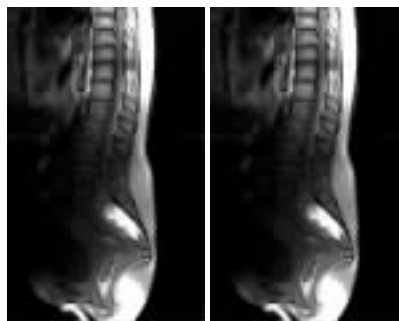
MRI 示 S2~S4 椎体骨质破坏, 呈混杂略短 T1 短 T2 信号影, T1WI 脂肪抑制呈明显高信号, 病变范围约 10cm, 相应节段骶管亦见受累, L4/5 椎间盘向后膨隆, 硬膜囊及神经根受压, L3/4、L4/5、L5/S1 椎间盘变性
